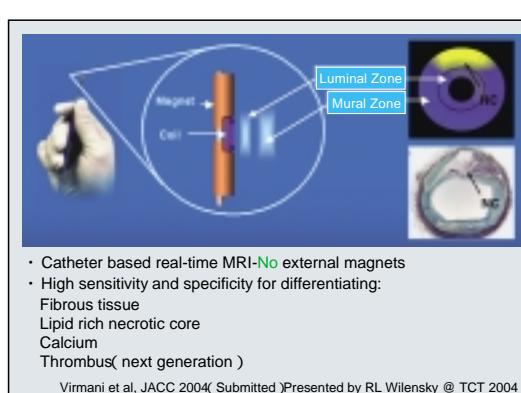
Intravascular MRI catheter
